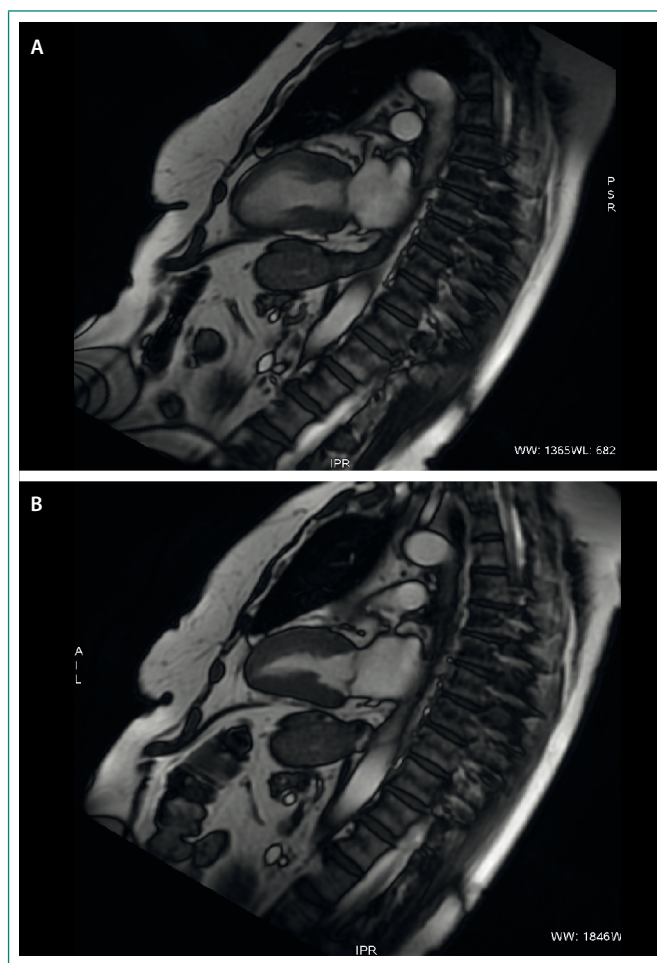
Resonancia cardíaca durante el ingreso (A) y control a los 2 meses, con recuperación completa (B)
